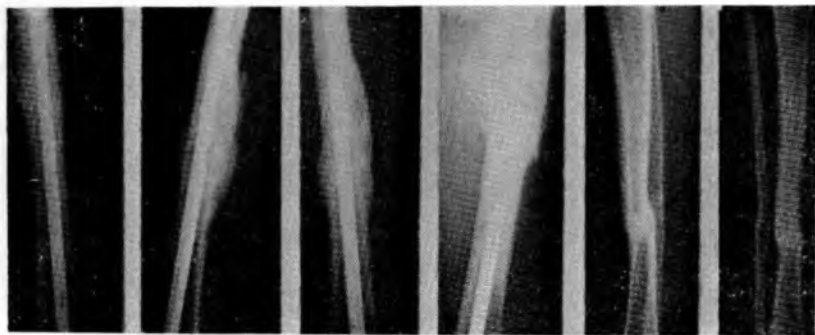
Рентгенограмма больной П. через 4 месяца после операции
